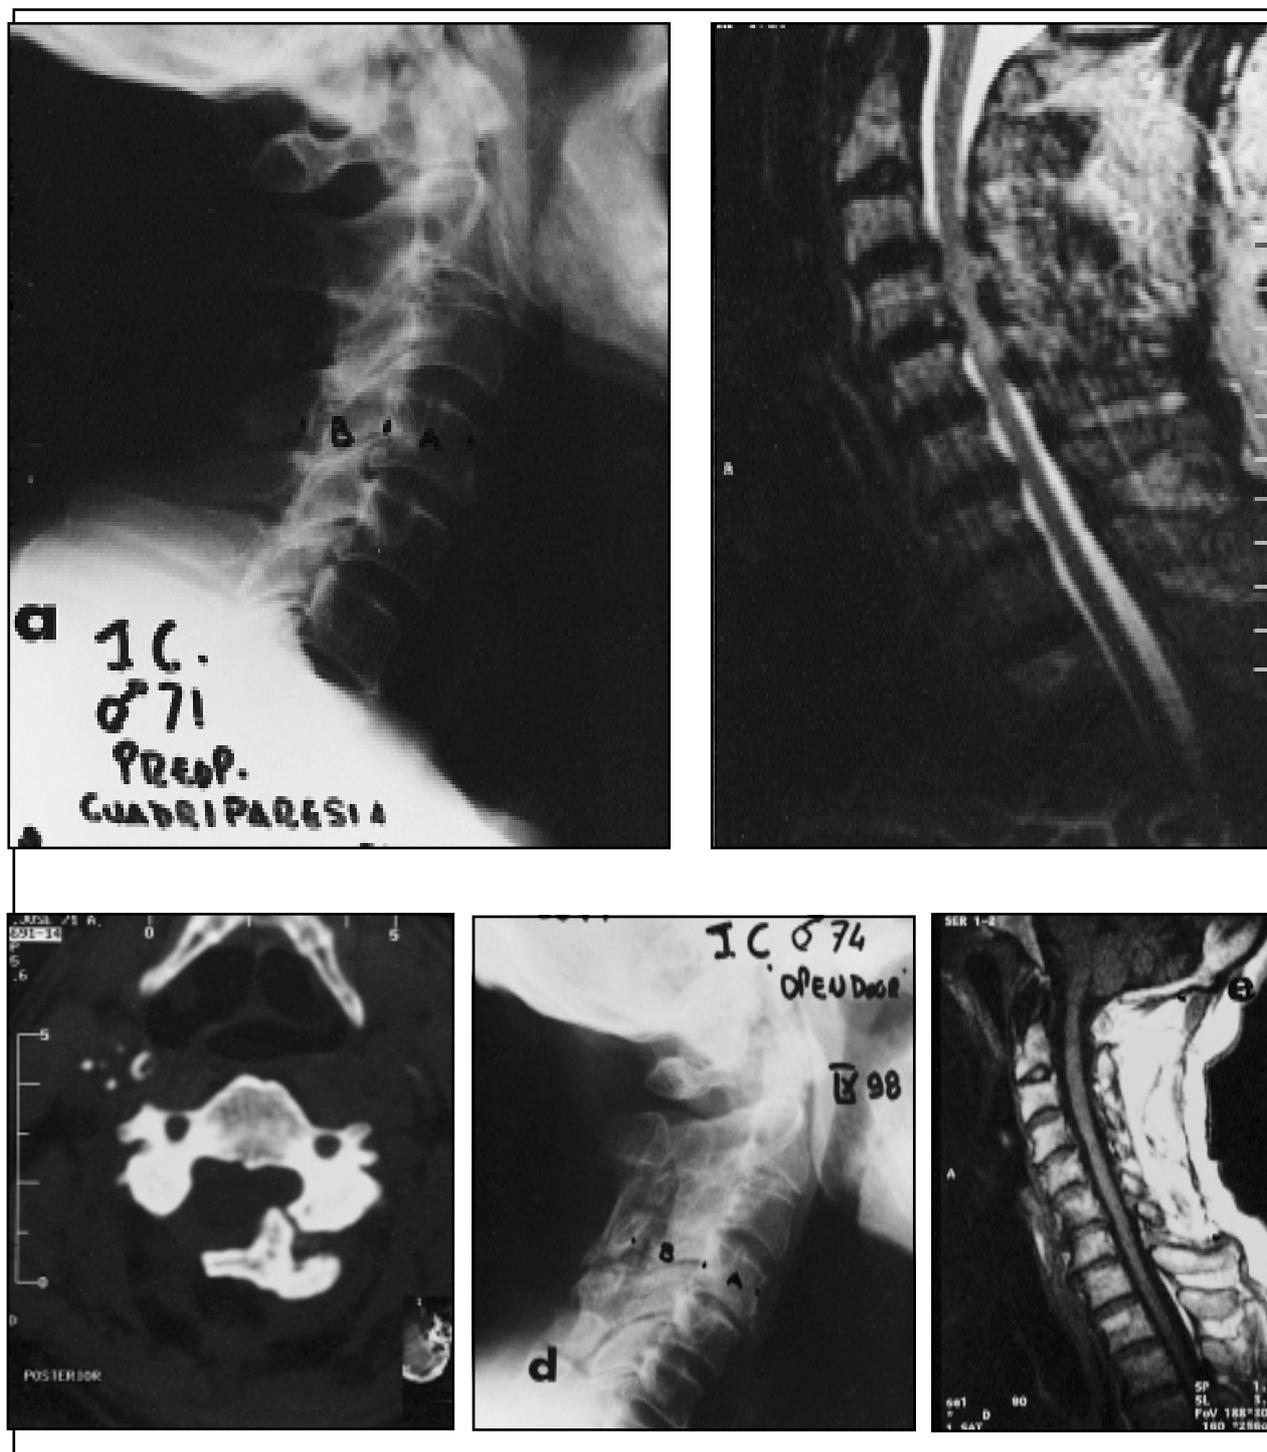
(A) J.C. Paciente de 71 años que ingresa con una cuadriparesia, radiografía lateral de columna cervical marcado la relación B/A del índice de Pavlov. (B) Resonancia nuclear magnética del mismo paciente, se ven claramente las alteraciones de la señal medular (T2) que afecta varios espacios, compresión anterior y posterior. (C) TAC posoperatoria donde se visualiza la laminoplastia. (D) Radiografía de columna, cervical, perfil, posoperatoria, con tres años de evolución. Compárese la relación distancia B/A en relación al preoperatorio. (E) Imagen T1 de RMN posoperatoria, donde se ve el área de la laminoplastia y la descompresión obtenida.
